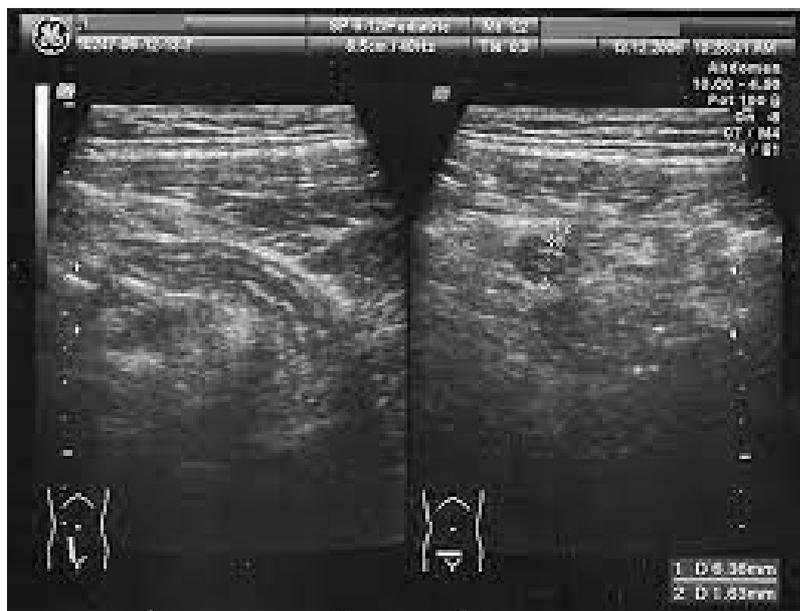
Ecografía de Abdomen, donde se observa apéndice vermiforme. Izquierda imagen longitudinal, derecha imagen transversal. Arevalo et al. Rev Colomb Radiol. 2014; 25(1): 3877-88
